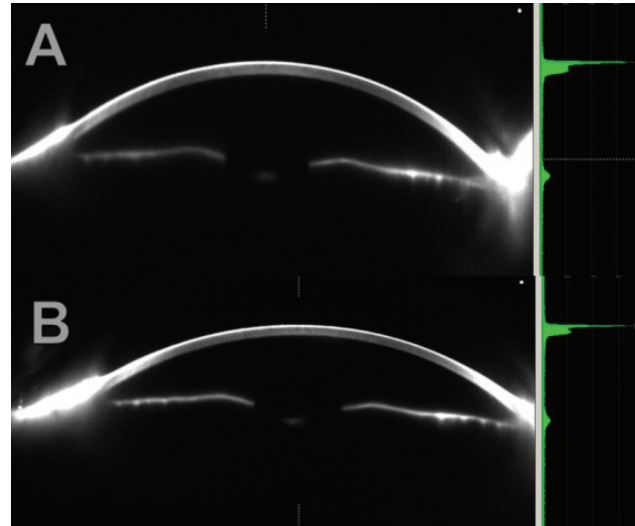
Tomografia de segmento anterior com imagens de Scheimpflug (Pentacam)
